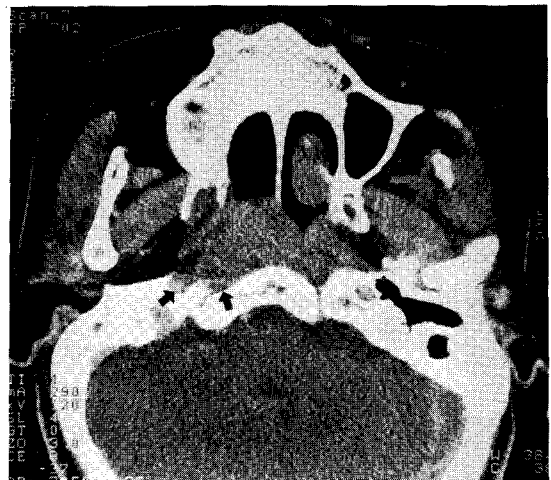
The CT scan of head and neck at the initial diagnosis shows a soft tissue mass in the right nasopharyngeal area with bony destruction of the skull base.
